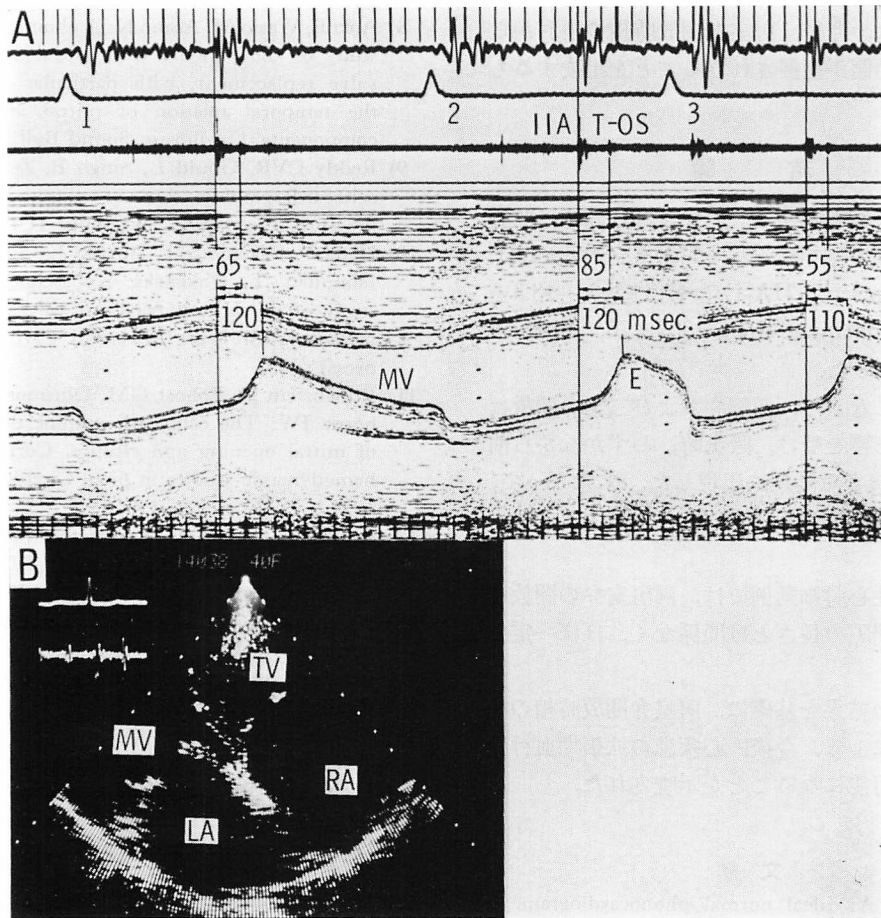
Phonoechocardiogram (A) and two-dimensional (B) echocardiogram from a 40-year-old female with mitral and tricuspid valve disease.
